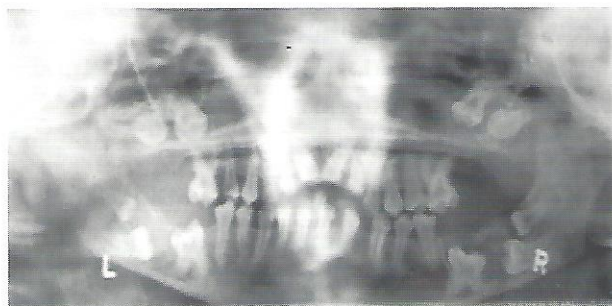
Ortopantomografia de um doente com síndrome de Hurler. Alterações morfológicas da mandíbula, inclusões dentárias e imagem sugestiva de quisto dentígero.
